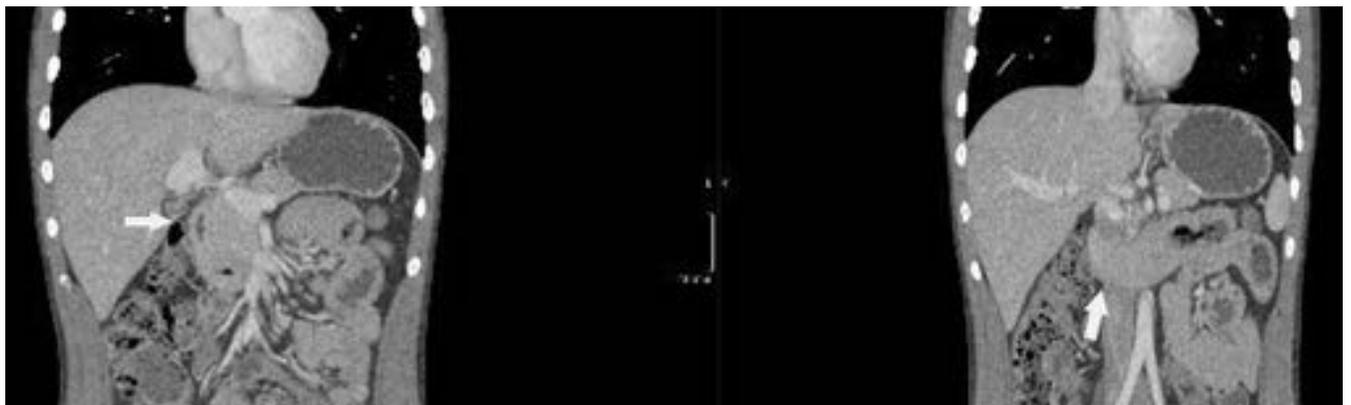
Estudio TC con reconstrucción coronal donde se observa un engrosamiento difuso de las paredes del duodeno (flechas) y de la porción proximal del yeyuno en un paciente con linfoma intestinal.
